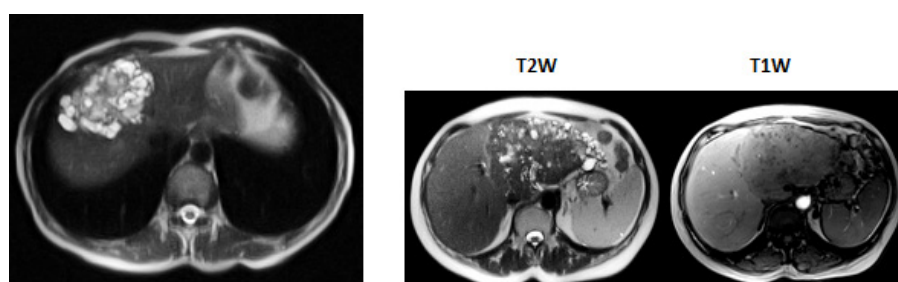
МРТ-варианты альвеококкового поражения паренхимы печени (слева – поликистозная форма альвеококка; справа – преимущественно инфильтративная форма паразитарной альвеококковой инвазии с четкой демаркационной линией поражения)
